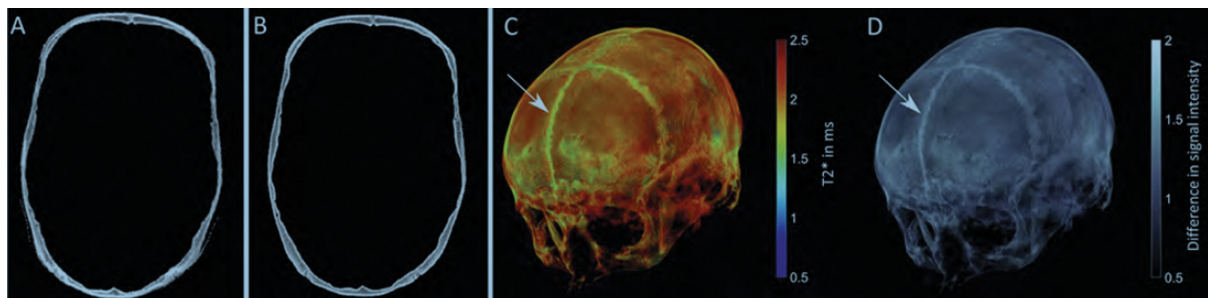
(Color online) Example of morphological and quantitative UTE imaging of cranial bones. Skull, segmented from UTE (A) and CT (B) acquisition, and 3D rendering of whole skull of an adult subject with remaining frontal suture (sutura frontalis persistens, indicated by white arrows) segmented from T2* map (C) and difference image (D) of double echo UTE acquisition, respectively. [38].
